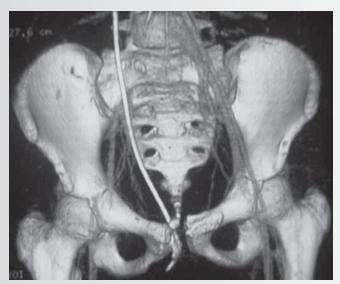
КТ-ангиограмма: уменьшение диаметра и дефект контрастирования правой общей и наружной подвздошной артерий
